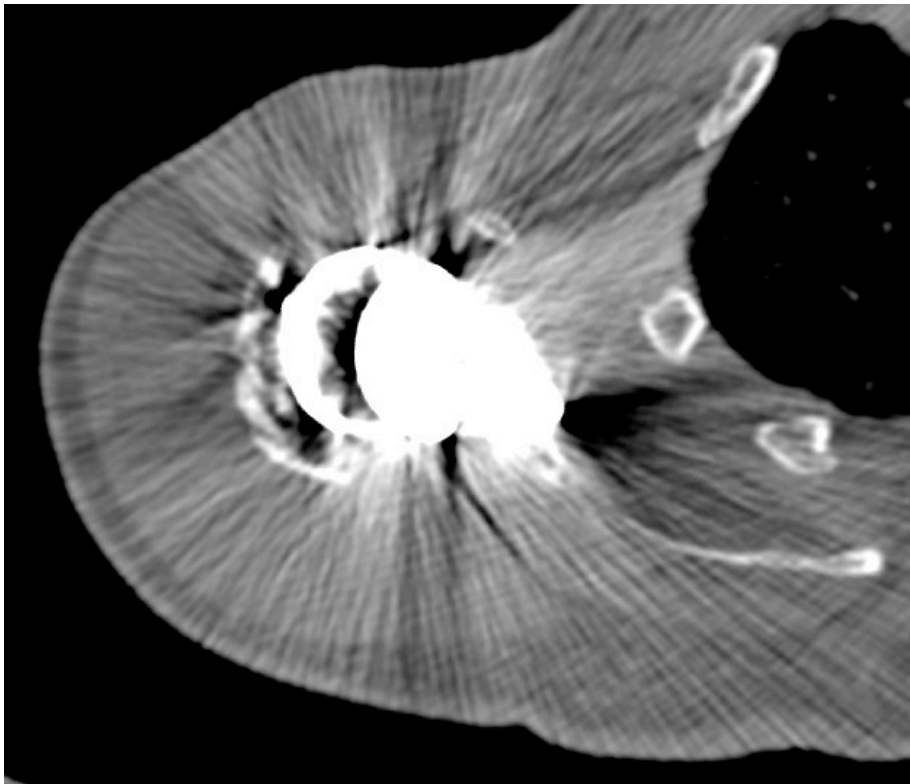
Native CT-Aufnahme einer Schulter mit starken Strahlen-Artefakten durch das Metall-Implantat, wodurch eine korrekte Darstellung der knöchernen Strukturen unmöglich wird.
